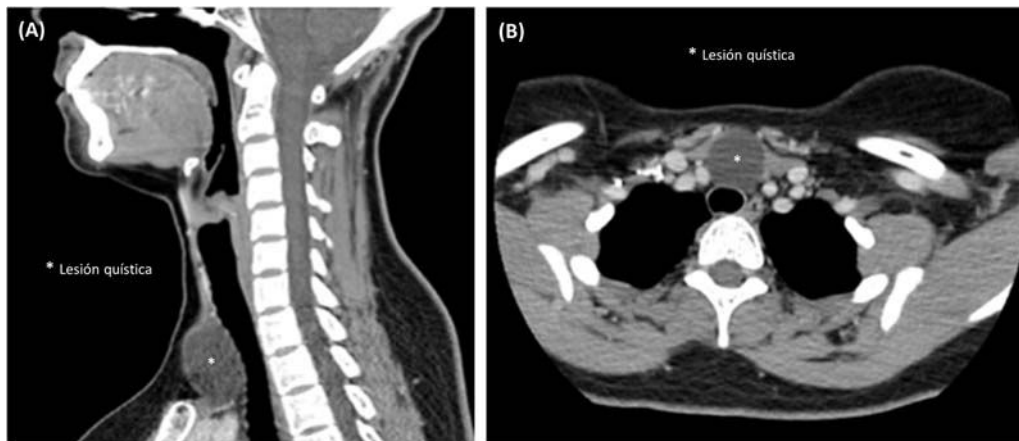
Imagen de Tomografía Computerizada. (A) Corte sagital en el que se observa una lesión quística inferior a la glándula tiroidea. (B) Corte axial mostrando que la lesión quística no invade las estructuras vecinas.
